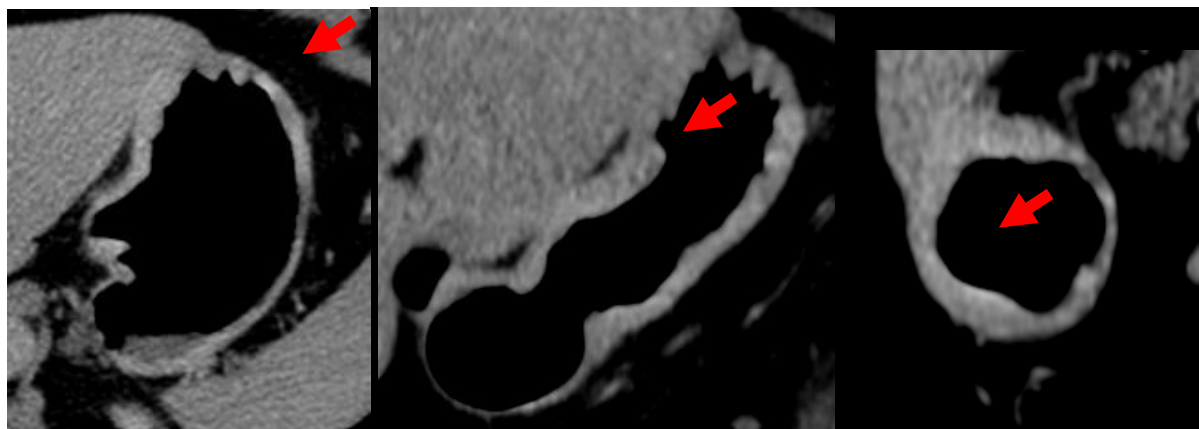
Интрамуральный тип по КТ-пневмогастрографии.
